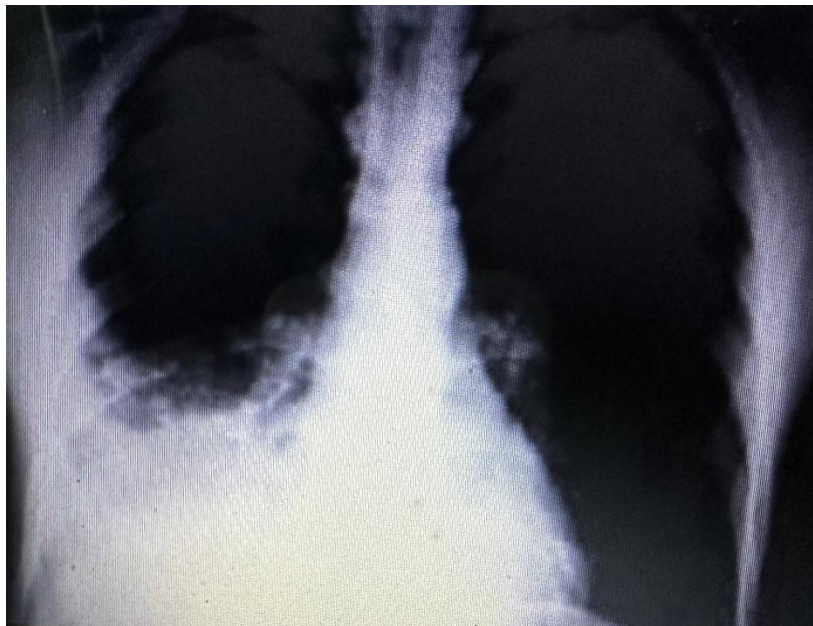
Radiographie thoracique de face montrant un syndrome alvéolaire associée à une pleurésie droite chez un de nos patients
